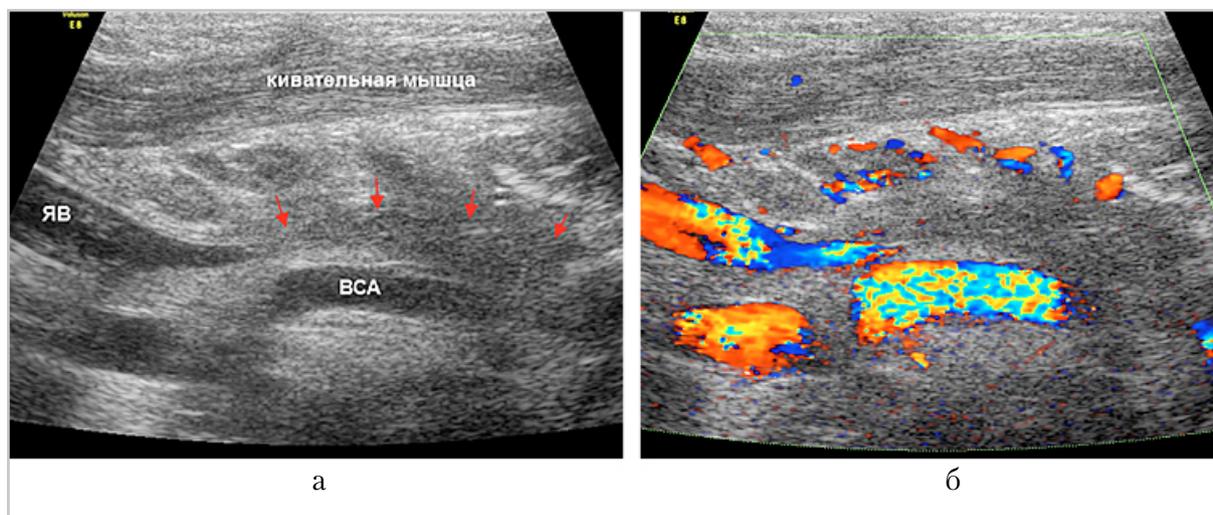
УЗИ девочки С. в динамике, 5-е сутки после операции: ВСА — внутренняя сонная артерия; а, б — тромбированная ВЯВ (стрелки) в В-режиме и при цветовом доплеровском сканировании соответственно
